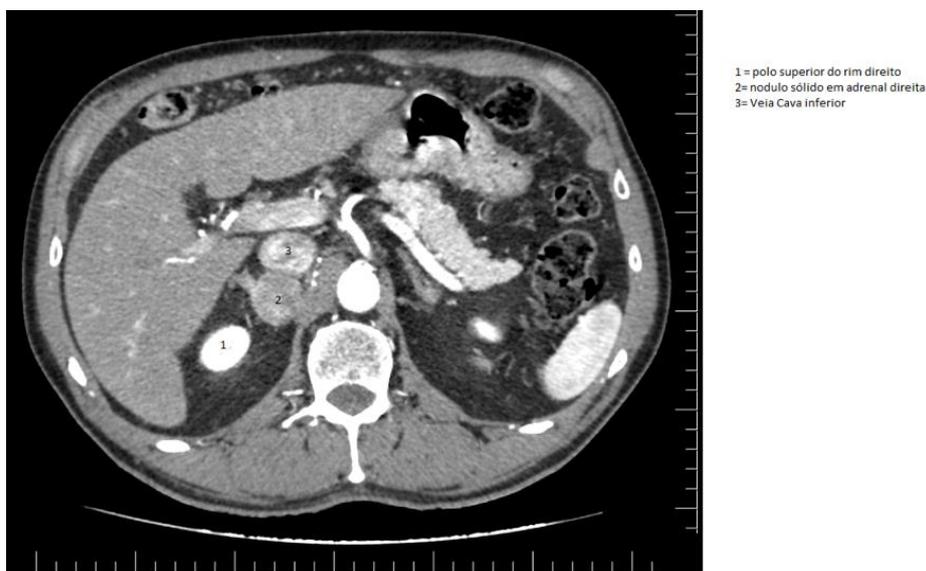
Tomografia computadorizada de abdome realizada em serviço externo e fornecida pelo paciente.
